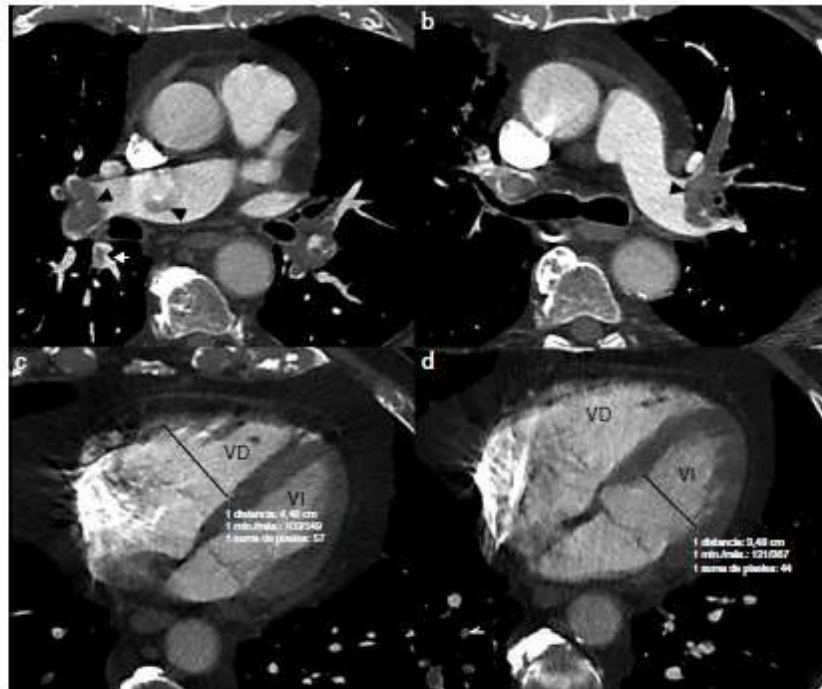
Imágenes axiales de angio-TC diagnóstica de tromboembolia pulmonar (TEP) aguda con riesgo bajo de muerte precoz y evolución favorable.
